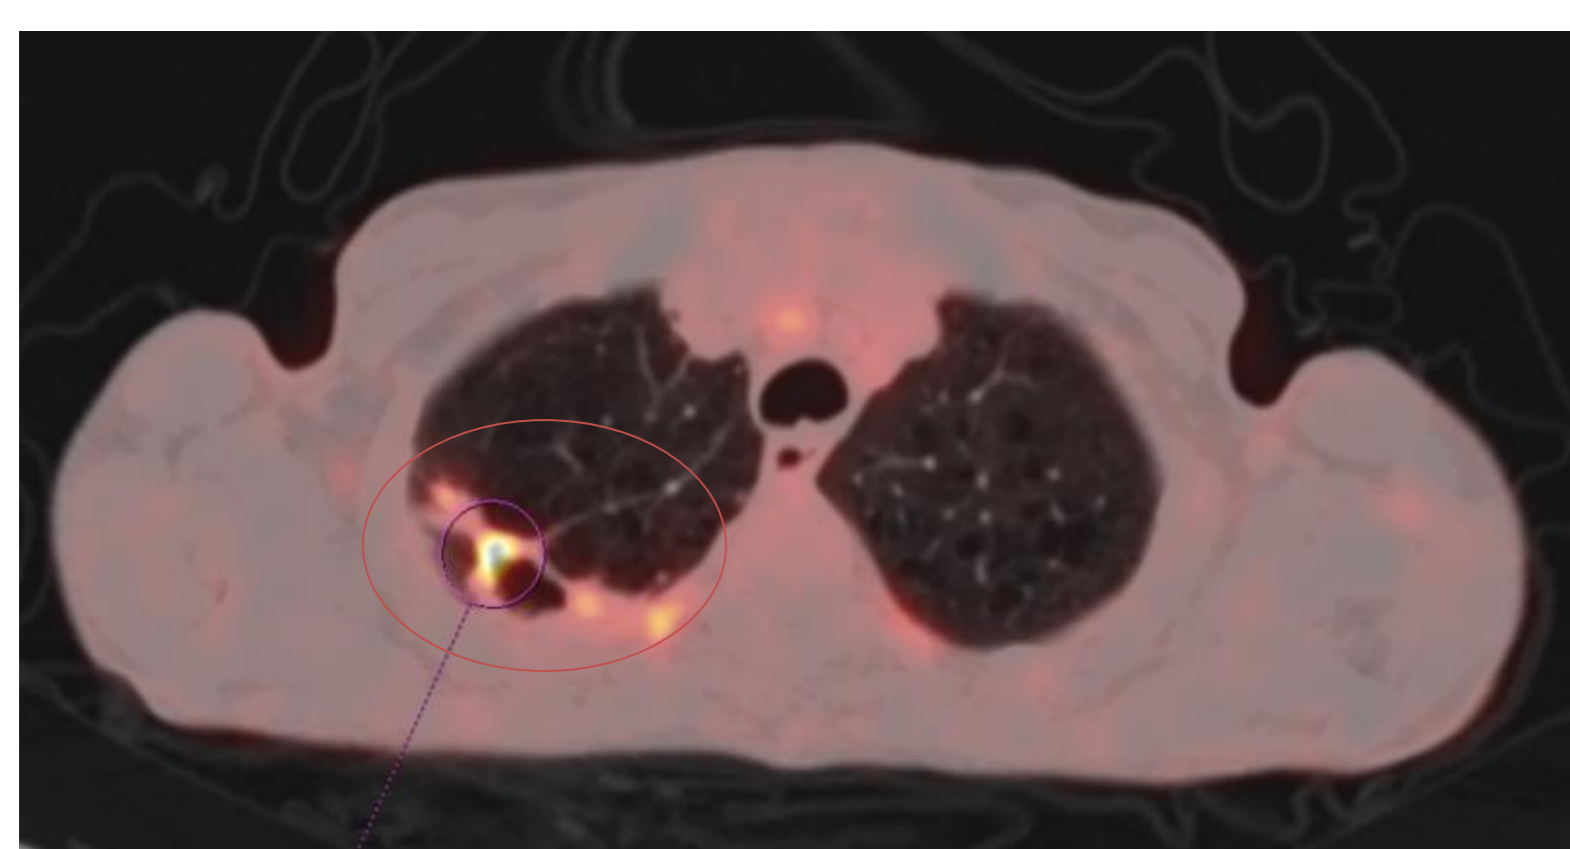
TEP-Scanner au 18-FDG
